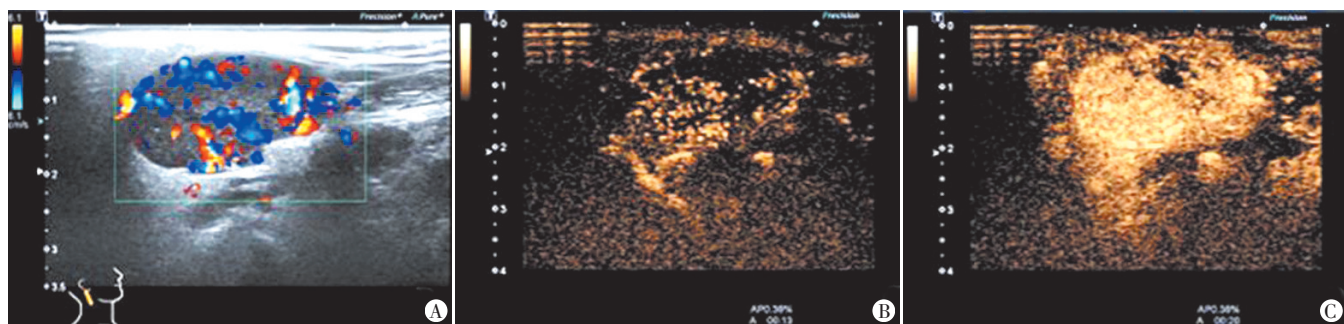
右侧腮腺 Warthin 瘤常规超声及超声造影图
